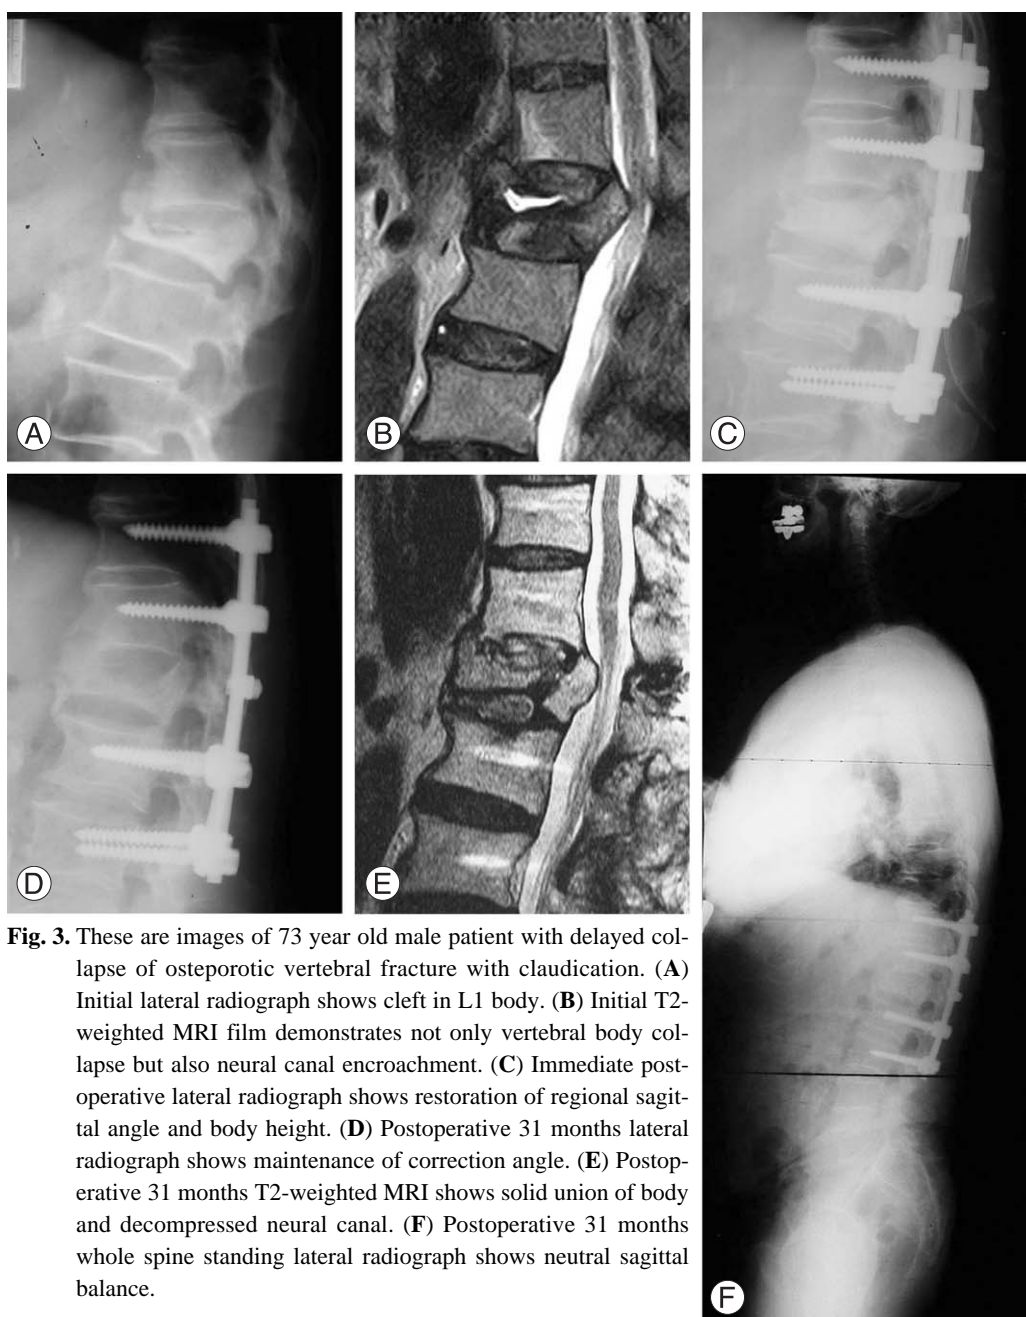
These are images of 73 year old male patient with delayed collapse of osteoporotic vertebral fracture with claudication. (A) Initial lateral radiograph shows cleft in L1 body. (B) Initial T2-weighted MRI film demonstrates not only vertebral body collapse but also neural canal encroachment. (C) Immediate postoperative lateral radiograph shows restoration of regional sagittal angle and body height. (D) Postoperative 31 months lateral radiograph shows maintenance of correction angle. (E) Postoperative 31 months T2-weighted MRI shows solid union of body and decompressed neural canal. (F) Postoperative 31 months whole spine standing lateral radiograph shows neutral sagittal balance.
